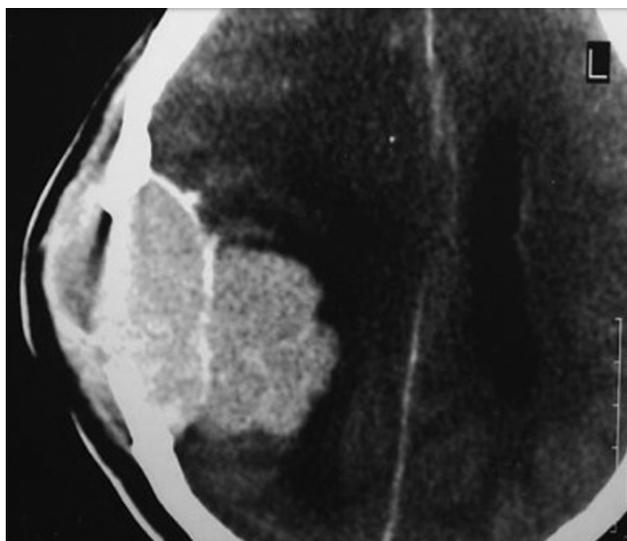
Tomografía axial computada contrastada de cráneo (lesión en la zona parietal derecha, se refuerza de manera importante con la aplicación del medio de contraste. Ésta es de origen extracraneal con extensión hacia el lóbulo parietal, edema y desplazamiento de la línea media).
